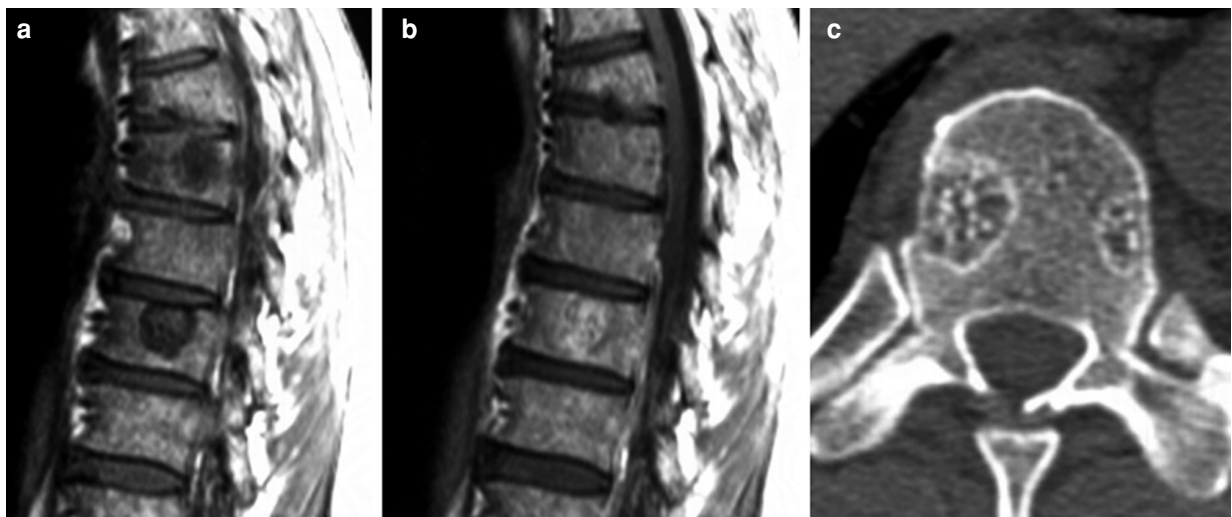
Hémangiome vertébral atypique. (a) Coupe SE T1 avant et (b) après injection intraveineuse de produit de contraste de la colonne dorsale d'un patient de 69 ans. Démonstration de l'existence de deux foyers de signal faible en pondération T1 avec rehaussement après contraste. (c) Coupe tomodynamométrique de la lésion inférieure démontrant un aspect atypique d'hémangiome vertébral avec raréfaction du réseau trabéculaire, hypertrophie de travées verticales résiduelles et d'un petit liseré périphérique de sclérose. Cet aspect IRM d'hémangiome vertébral est inhabituel et ne doit pas être confondu avec une localisation secondaire.
